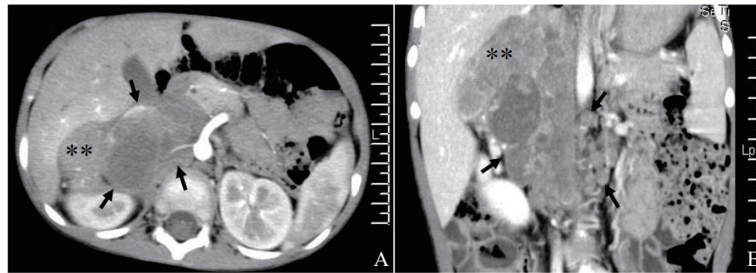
典型病例4 (右侧肾上腺pPNET) CT图像
